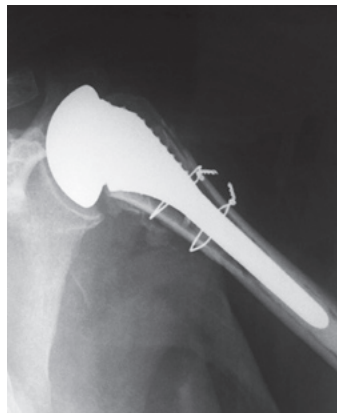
Рентгенограмма пациентки А. после эндопротезирования правого плечевого сустава эндопротезом «Zimmer» с применением серкляжных проволочных швов
